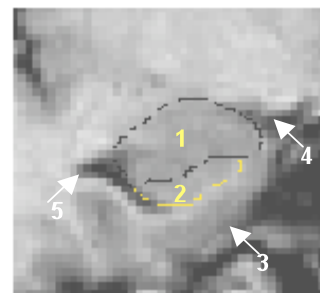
Koronare MRT-Bilder von der Amygdala. Bilder b bis e zeigen den Temporallappen von posterior (b) nach anterior (e). (a) Lage der Amygdala im Gehirn, (b) hinterer Teil der Amygdala und ihre Beziehung zum Hippocampus, (c) posterior-medialer Teil der Amygdala, (d) Schnitt durch den mittleren Teil der Amygdala, (e) vordere Amygdala. Die Zahlen in der Abbildung beziehen sich auf: 1, Amygdala; 2, Hippocampus; 3, entorhinaler Kortex; 4, Sulcus semiannularis; 5, temporales Horn und weiße Substanz des Temporallappens; 6, Claustrum; 7, Schwanz des Nucleus caudatus; 8, parahippocampale weiße Substanz, die anguläres Bündel genannt wird; 9, Chiasma opticum
